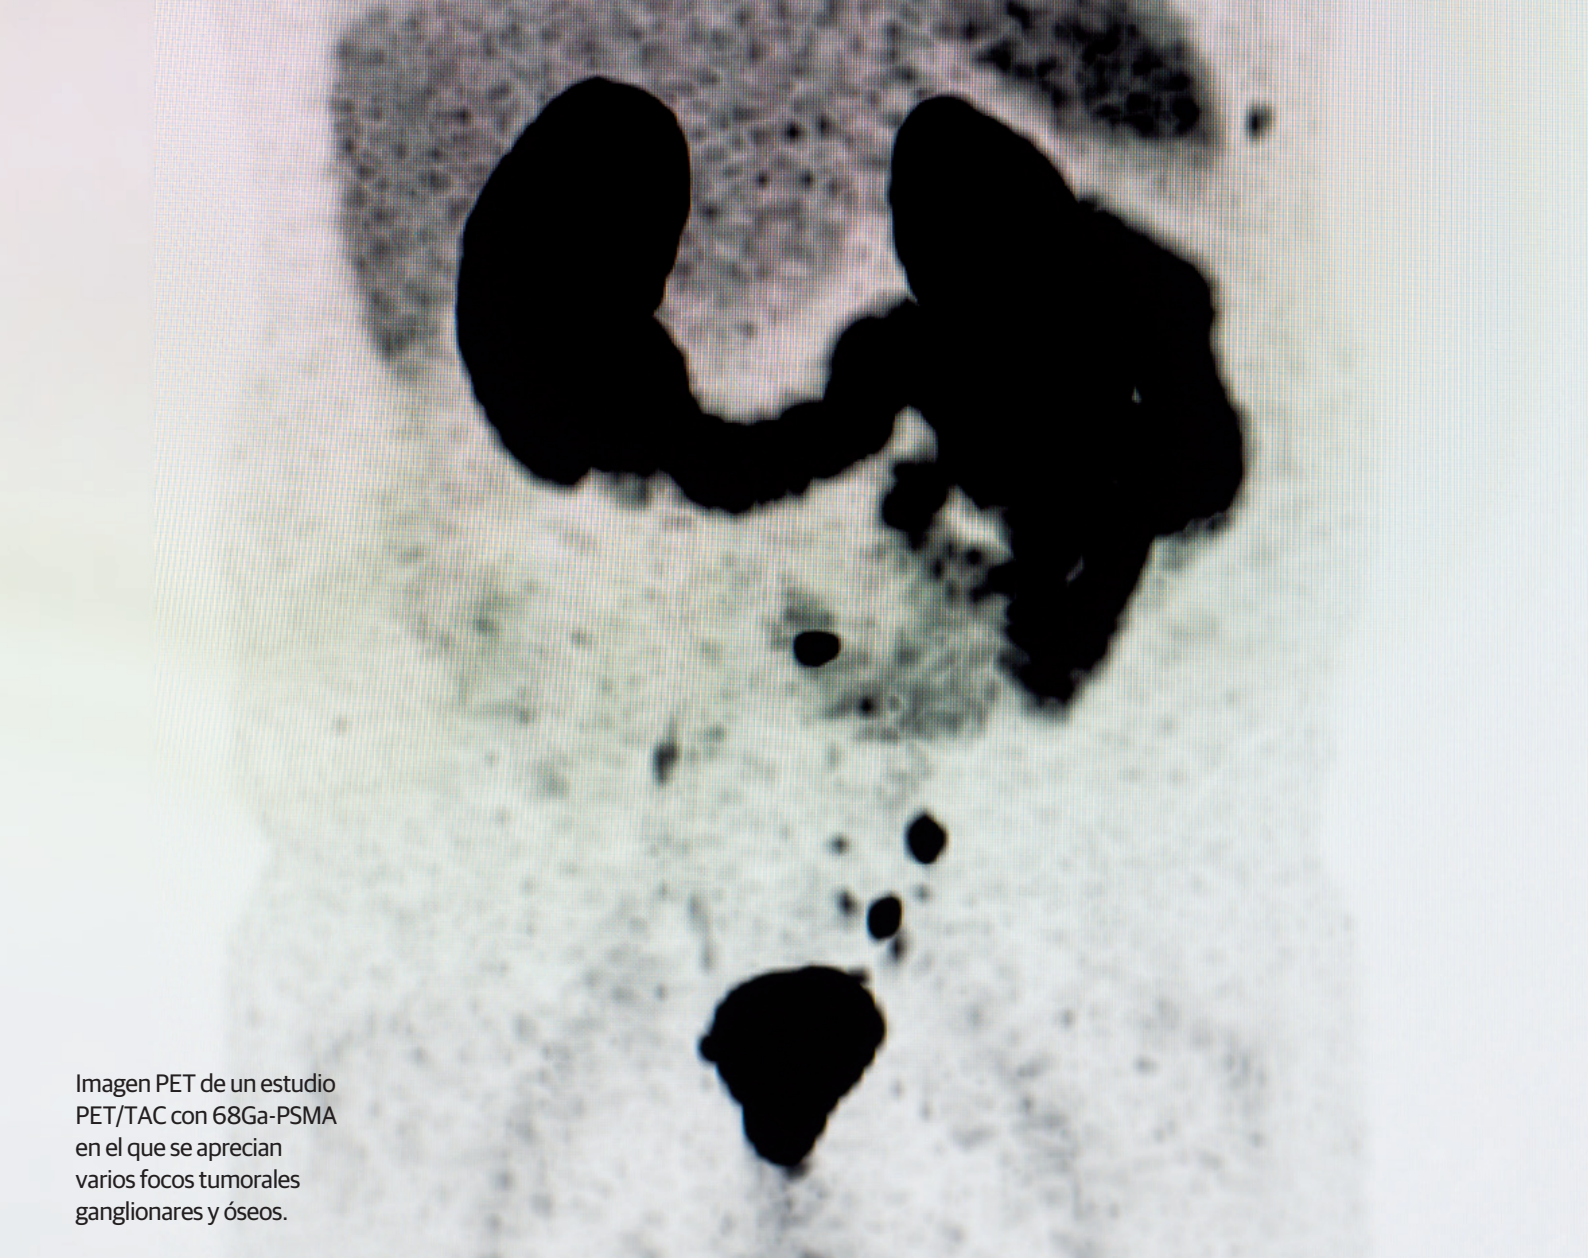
Imagen PET de un estudio PET/TAC con 68Ga-PSMA en el que se aprecian varios focos tumorales ganglionares y óseos.
